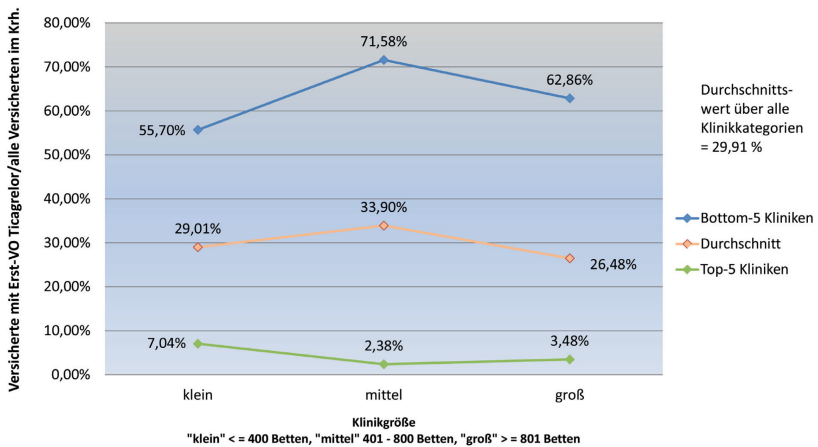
Durchschnittliche Anteile der Versicherten mit Ticagrelor-Erstverordnung und Indikation ohne ZN an allen TK-Versicherten mit Ticagrelor-Verordnung und vorherigem Krankenhausaufenthalt: *Top*-5 und *Bottom*-5 der Kliniken, differenziert nach Krankenhausgröße (01/2011-09/2013)
